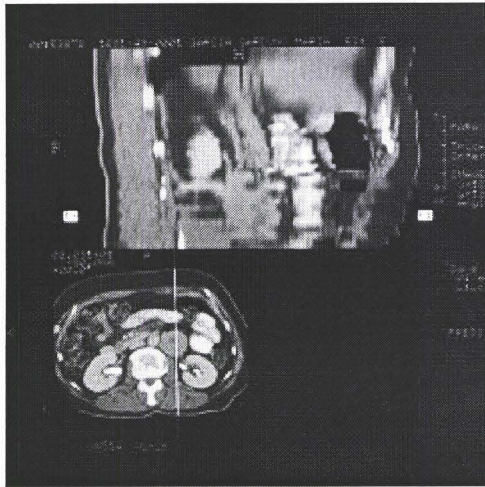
Corte Sagital de TAC con Feocromocitoma Izquierdo
